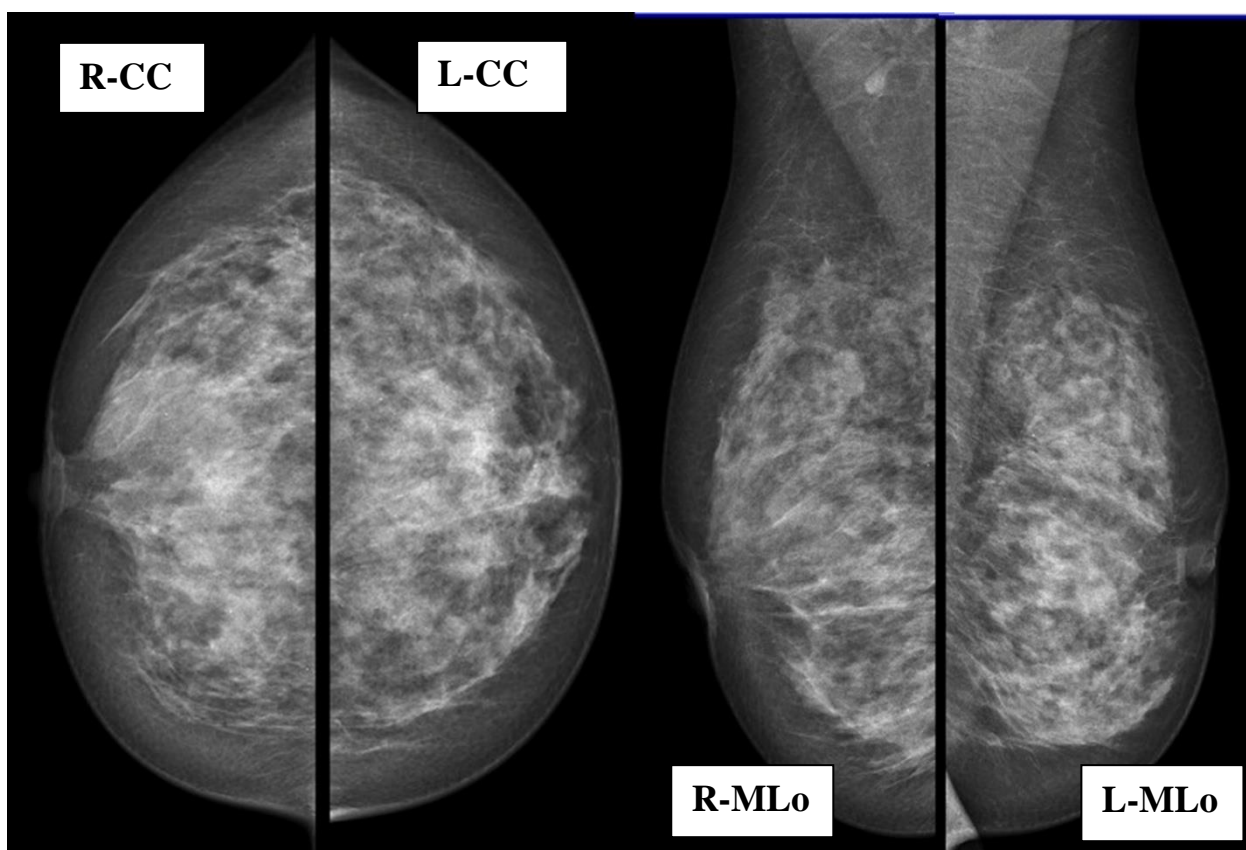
Рентгеновские маммограммы: сопоставление симметричных проекций обеих желез.
